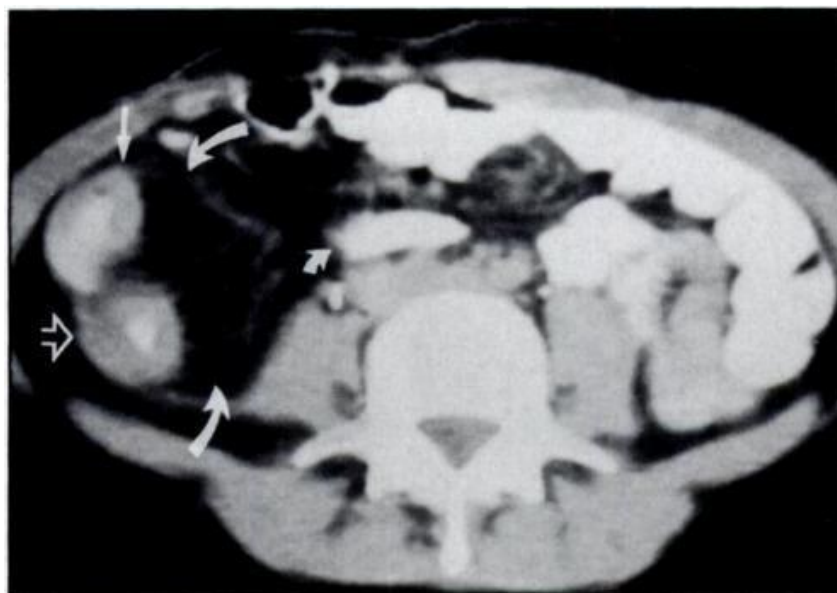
Representação dos *Creeping fat* na doença de Crohn por tomografia computadorizada (TC). A TC mostra as paredes do íleo, homogeneamente espessas (seta não preenchida) e cólon ascendente (seta sólida reta). Medialmente, observe grande quantidade de gordura mesentérica (em negro; setas curvas grandes). Observe também a separação da alça normal do intestino delgado (pequena seta curva) desses segmentos doentes. Fonte: GORGE et al. 1996.
